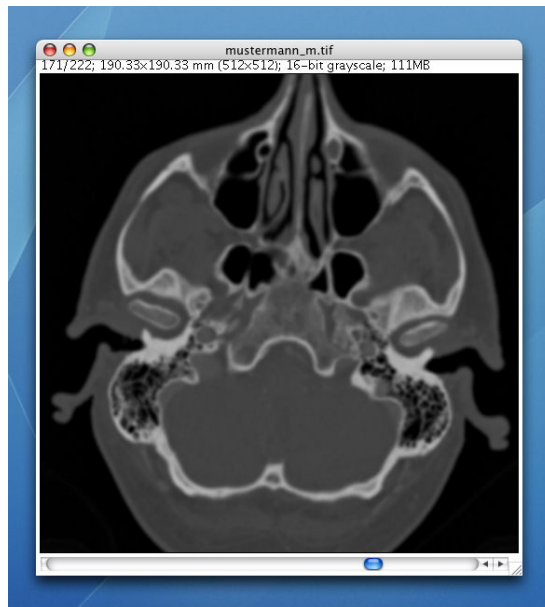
CT-Patientendatensatz.
